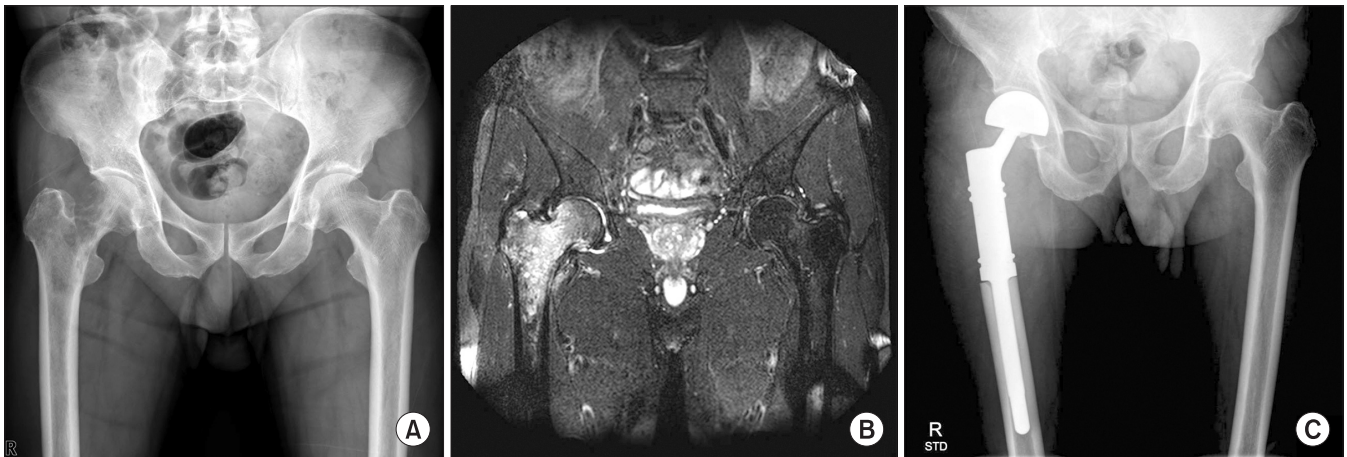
58-year-old man with metastatic cancer (A) Pre-operative radiograph of right proximal femur shows irregular osteolytic lesion. (B) Coronal T2WI MRI of right proximal femur reveals high signal intensity with heterogeneous enhancement. (C) Wide resection and reconstruction with tumor prosthesis (MUTARS[®]) was performed.
